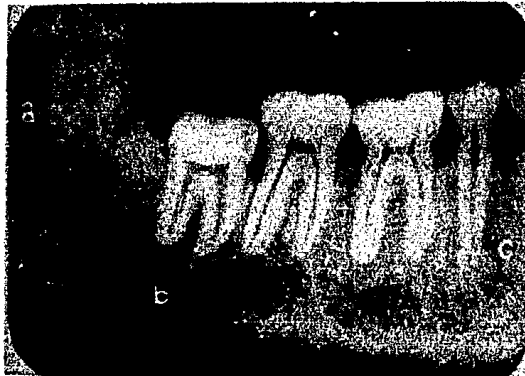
El conducto dentario inferior. Radiografía de un maxilar inferior izquierdo. Se observa el conducto con su cortical nítida y el hueso esponjoso que lo rodea. Tercer molar en posición vertical. Sus ápices están muy próximos al conducto; a, orificio superior del conducto dentario; b, conducto; c, agujero mentoniano.
